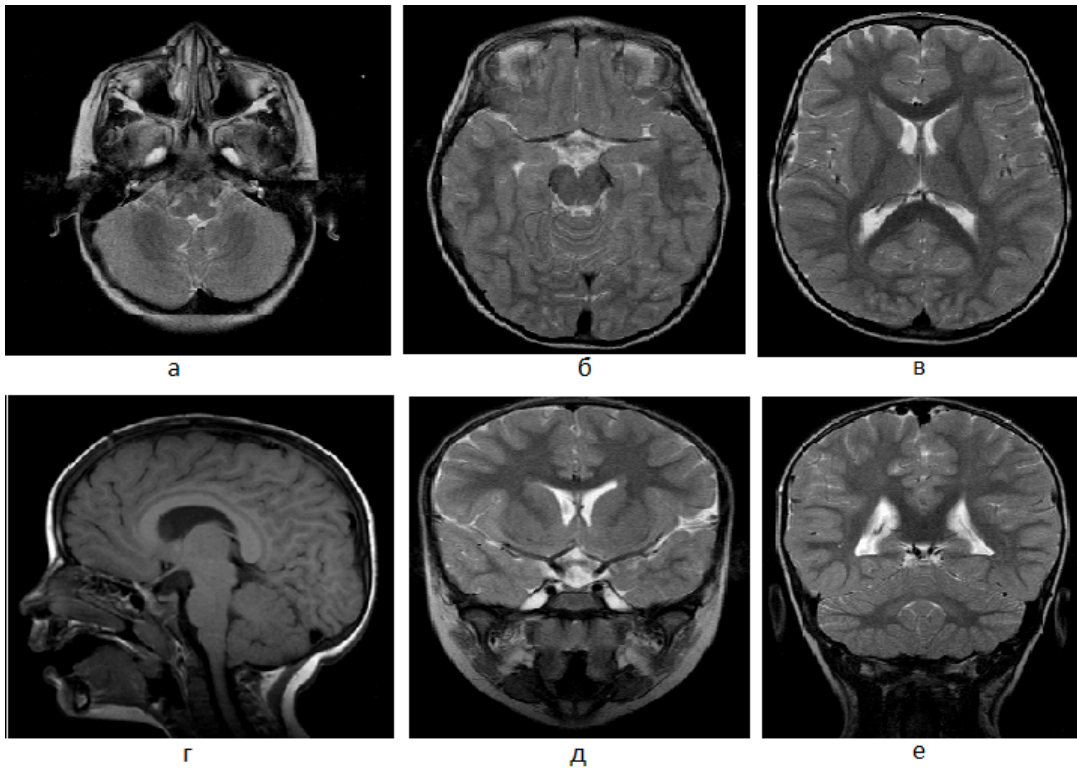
Результаты МРТ головного мозга – а, б, в, г, д, е
